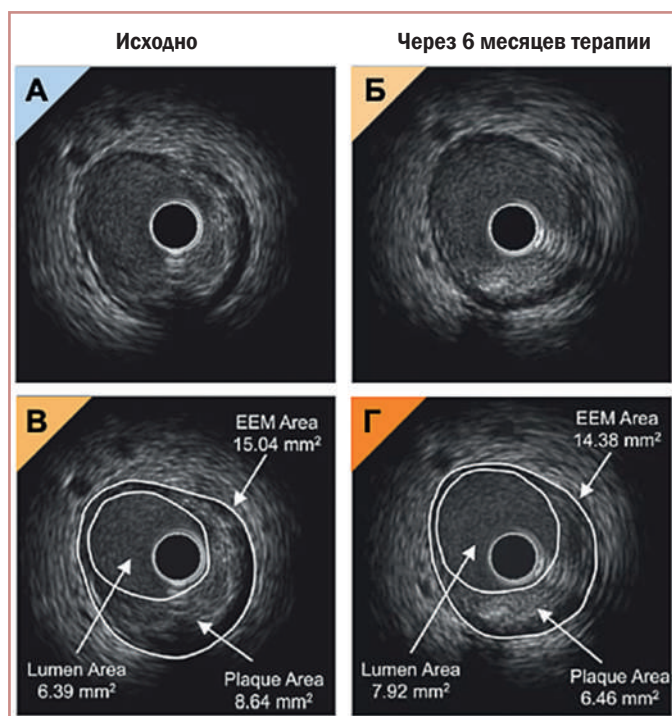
Изменение параметров АСБ через 6 мес комбинированной терапии розувастатином с эзетимибом (5 мг + 10 мг) по данным ВС УЗИ. А. Изображение поперечного сечения ВС УЗИ на исходном уровне. Б. То же поперечное сечение при последующем наблюдении. В, Г. То же поперечное сечение с наложенными измерениями [29] / Changes in atherosclerotic plaque parameters after 6 months of combination therapy with rosuvastatin and ezetimibe (5 mg + 10 mg) as determined by intravascular ultrasound (IVUS). A. IVUS cross-sectional image at baseline. B. Same cross-section at follow-up. C, D. Same cross-section with measurements denoted. [29]
